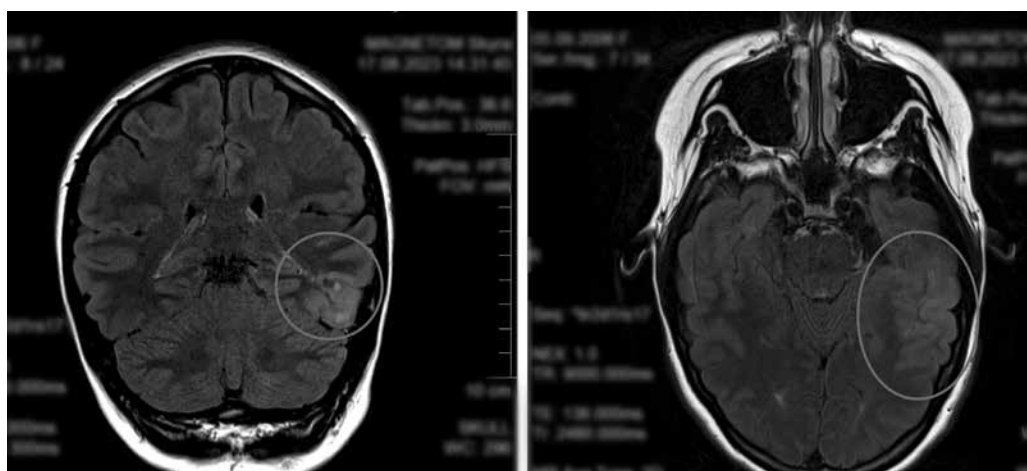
Beispiel für ein MRT: 16jährige Patientin. Das linke Bild (koronare Schnitt Ebene, FLAIR-Wichtung) und das rechte Bild (axiale Schnitt Ebene, FLAIR-Wichtung) zeigen eine links temporale zum Teil zystoide Raumforderung (eingekreiste Bereiche). Pathophysiologisch hat sich nach der Resektion ein Gangliogliom als ursächlich dafür gezeigt.
